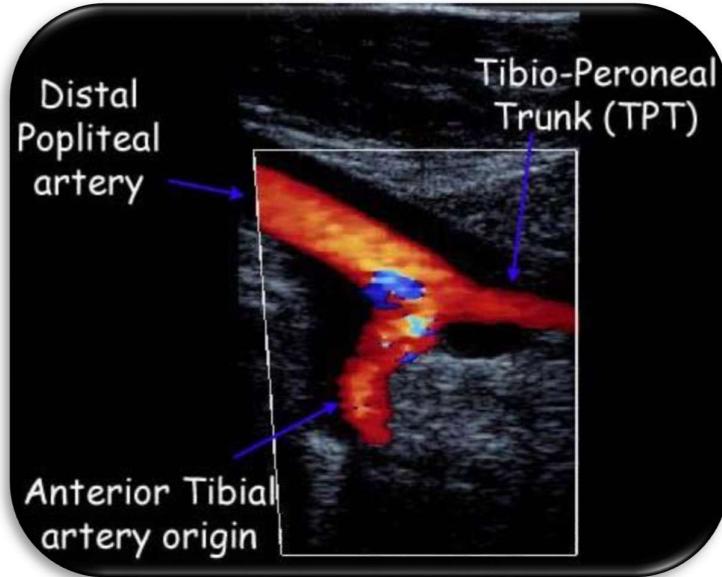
Izvođenje Doppler ultrazvuka (preuzeto sa: [www.richmondveincenter.com](http://www.richmondveincenter.com))
